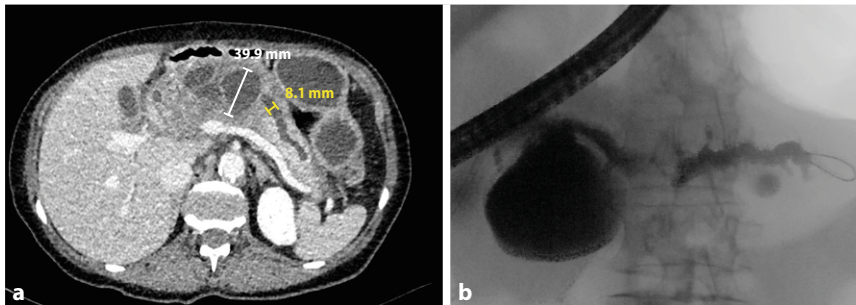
▲ Bildgebung mittels Computertomographie (CT, a) und endoskopischer retrograder Cholangiopankreatikographie (ERCP, b) bei Pankreasgangstenose im Rahmen einer äthyltoxischen chronischen Pankreatitis. Im Verlauf Ausbildung eines entzündlichen Pseudotumors mit multiplen Pseudozysten (weiße Markierung) und einer Pankreasgangdilatation (gelbe Markierung). Nach Versagen der interventionellen Therapie (Patientenwunsch!) zuletzt Empfehlung zur operativen Befundsaniierung
